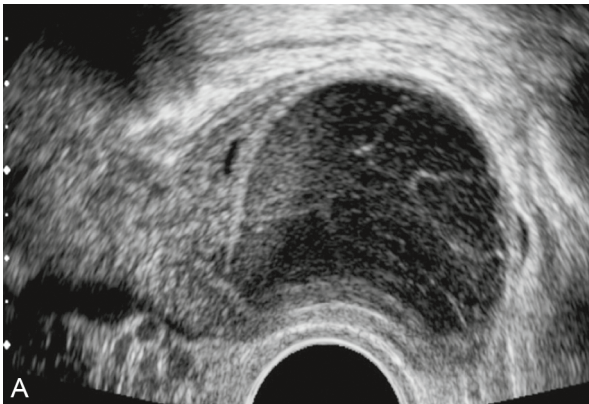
Échographie par voie endo-vaginale. Kyste ovarien comportant de fines membranes flottantes « en filet de pêche » évoquant un kyste fonctionnel hémorragique.
